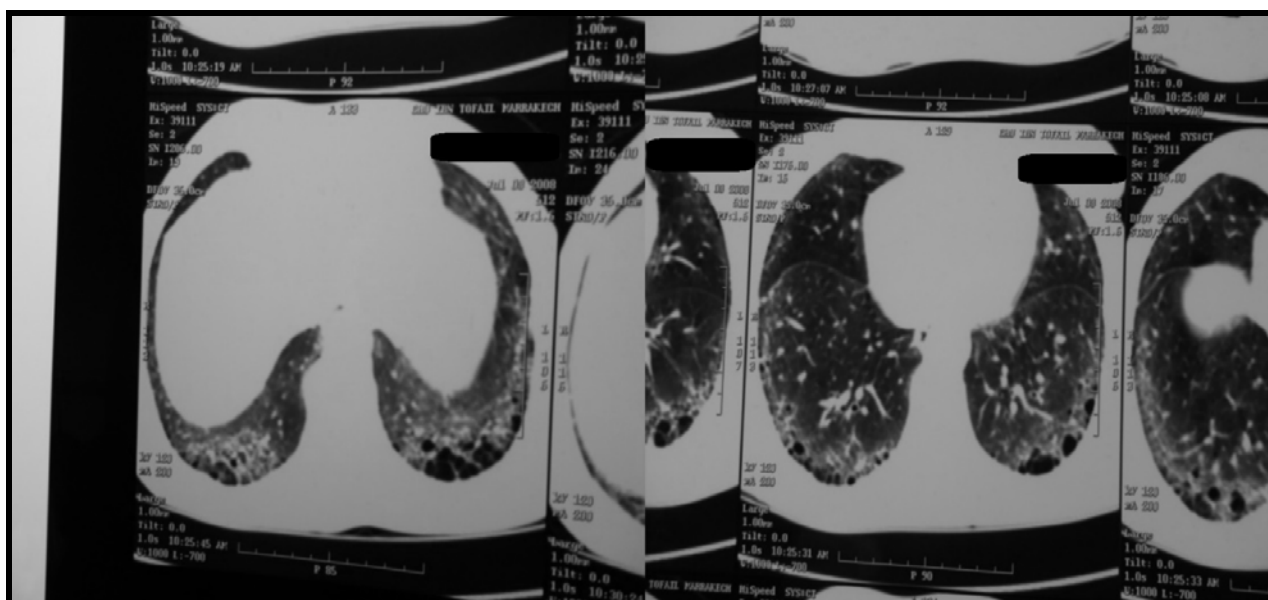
TDM thoracique montrant une fibrose pulmonaire des bases
